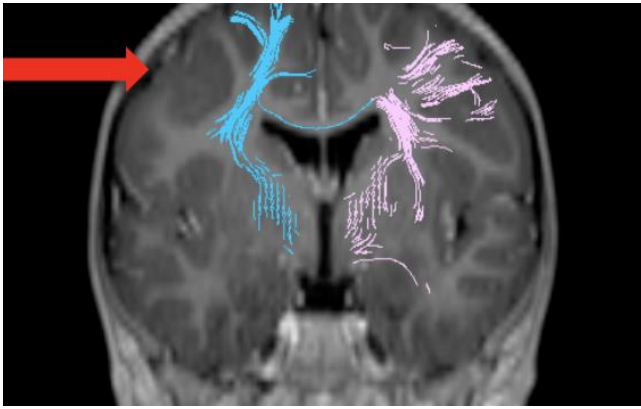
МРТ-трактографія хворої К., віком 4 роки (№144703). Структурна вогнищева епілепсія, фокальна кортикальна дисплазія правої задньолобовової ділянки
